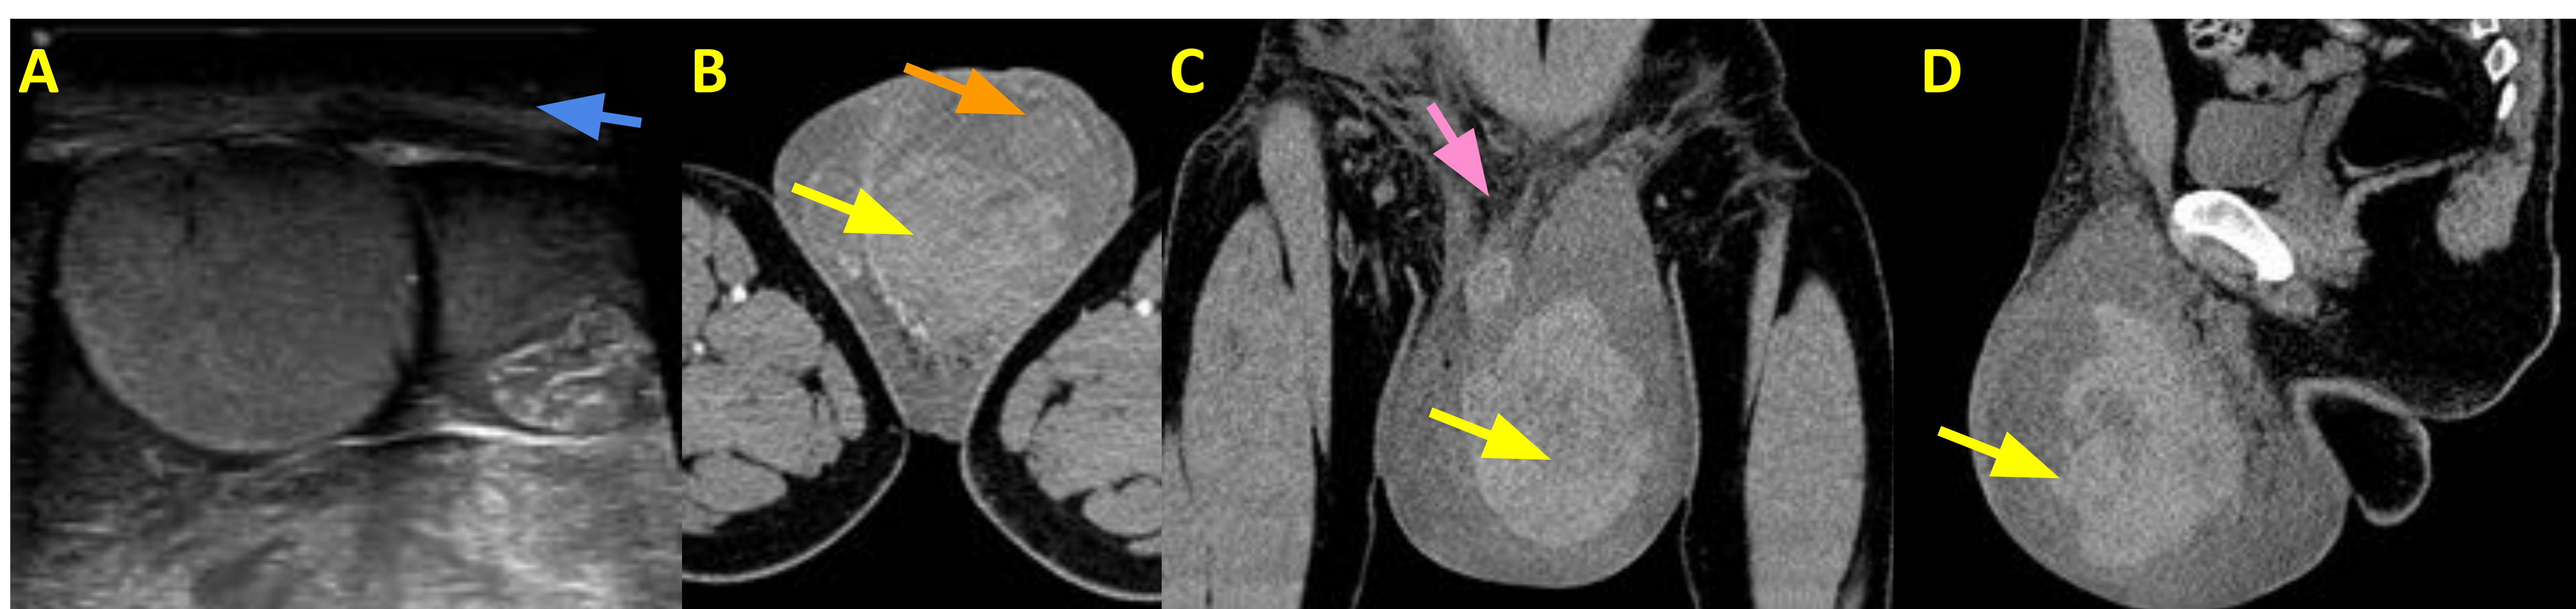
Traumatismo escrotal con hematocele. Ecografía (A) y TC pélvico en fase arterial (B) y venosa (C, D) en planos axial, coronal y sagital. Paciente de 47 años que acude a urgencias por aumento del volumen escrotal y hematoma escrotal tras hiperabducción forzada. La ecografía muestra un contenido ecoico en la bolsa escrotal izquierda (asterisco amarillo) y engrosamiento de cubiertas escrotales (flecha azul). En el TC se objetiva aumento de volumen de la bolsa escrotal izquierda con contenido espontáneamente hiperdenso en su interior (flecha amarilla) sugestivo de hematocele/coágulos hemáticos que desplaza el teste izquierdo hacia anterior (flecha naranja). No se identificaron puntos de extravasación de contraste sugestivos de sangrado activo. Discretos cambios inflamatorios con reticulación de la grasa en región perineal (flecha rosa).
